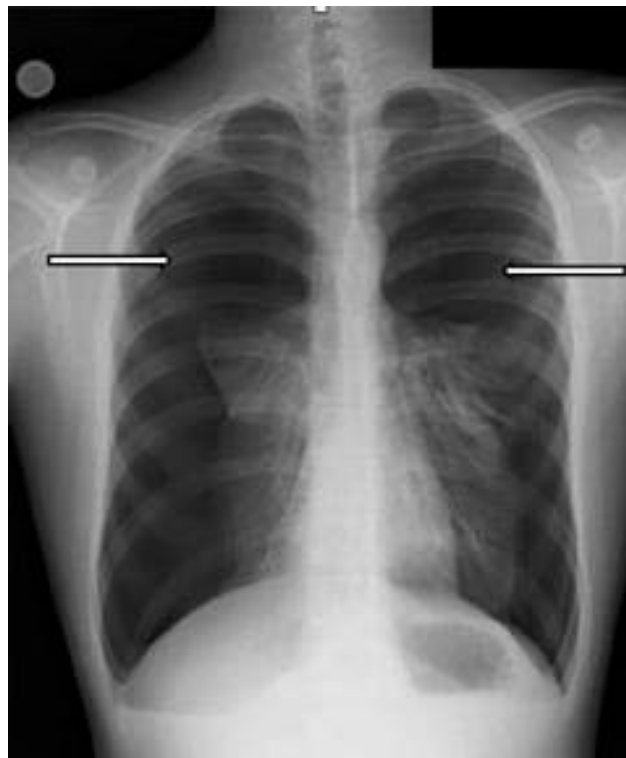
Radiographie thoracique de face : PNO bilatéral.
